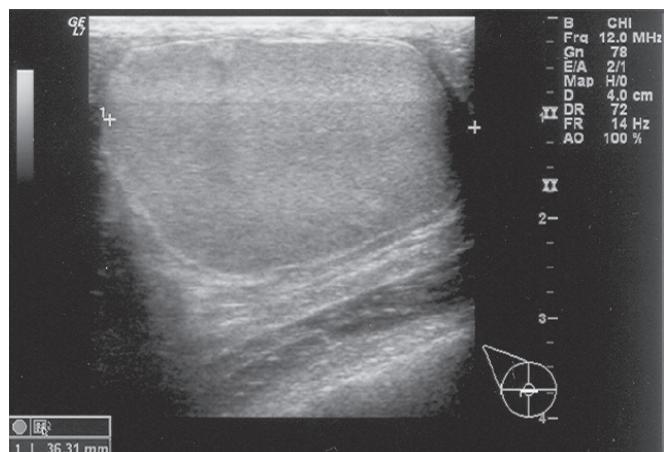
Ecografia mamária: imagem compatível com abcesso da mama direita.
